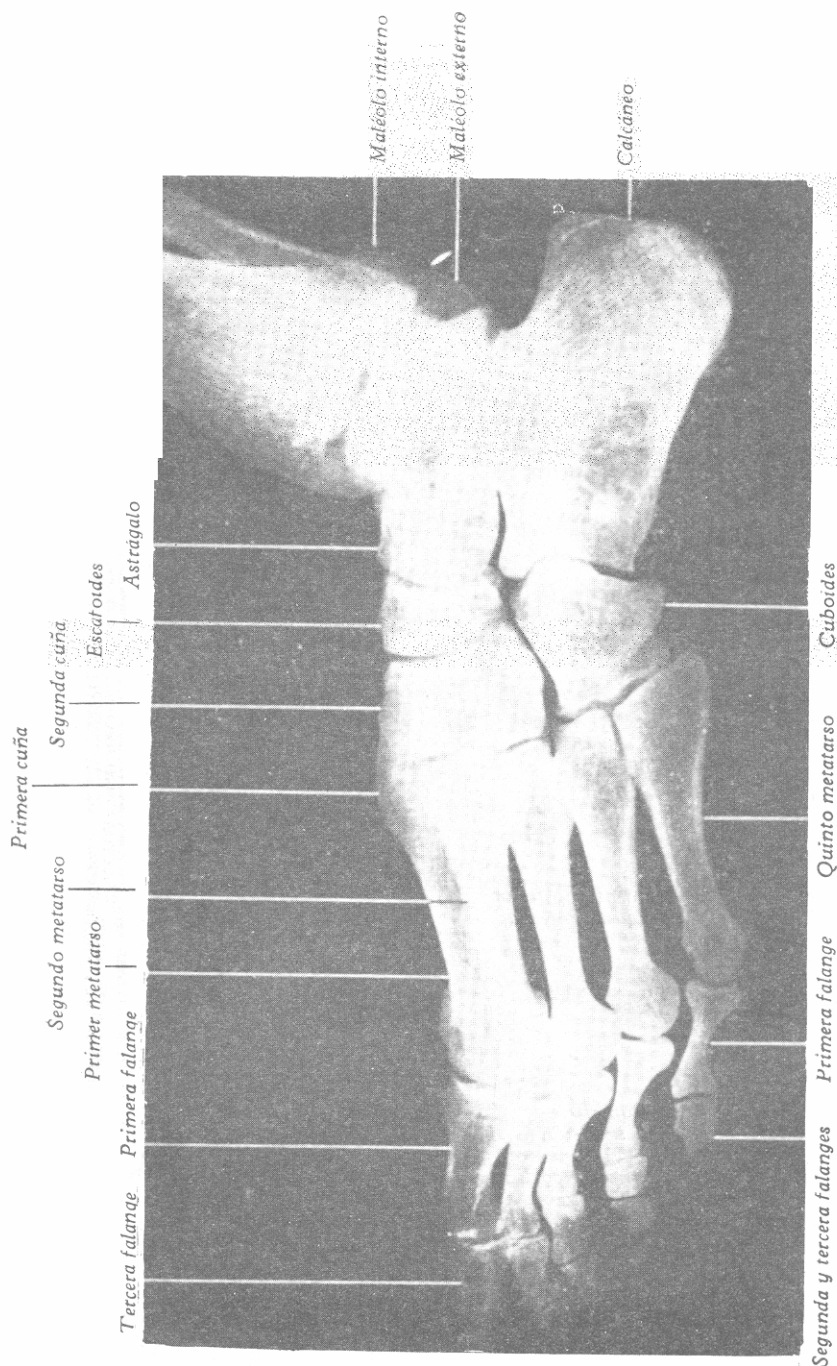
RADIOGRAFÍA LATERAL DEL PIE IZQUIERDO APOYADO SOBRE EL BORDE EXTERNO EN INDIVIDUO DE 18 AÑOS
